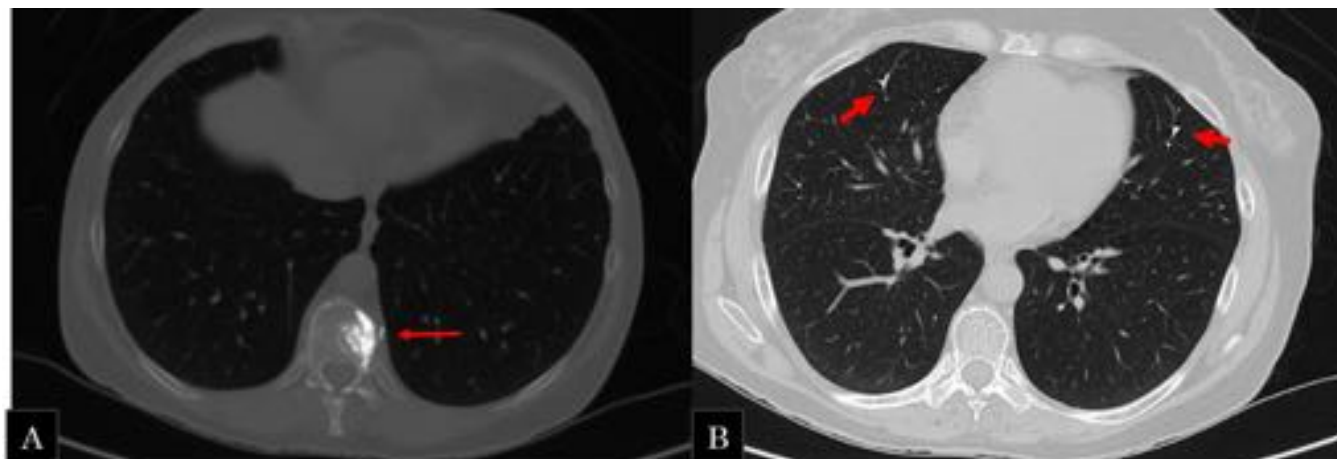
Misma paciente anterior A) TC de tórax: se ve material de cementación en cuerpo vertebral de D11 y una imagen de morfología tubular compatible con material de cementación intravascular. B) con ventana de parénquima pulmonar: se observan múltiples imágenes lineales de alta densidad (densidad mayor que el calcio) que se localizan en el interior de arterias pulmonares de ambos pulmones afectando fundamentalmente a ramas muy periféricas.
